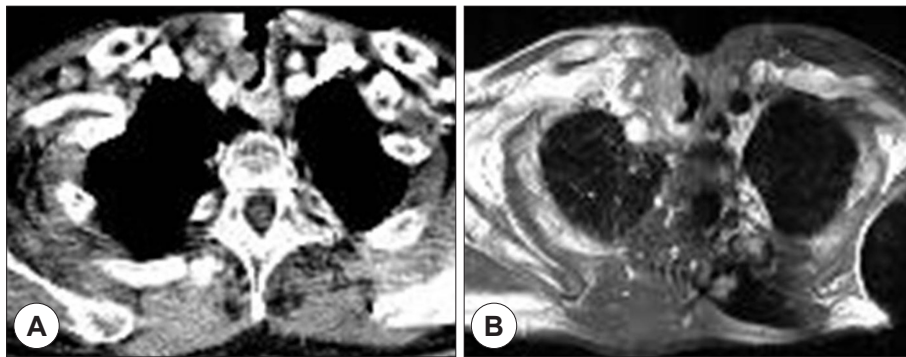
Contrast-enhanced axial CT scan (A) and T2-weighted axial MR image (B). A : The irregular-margined heterogeneously enhanced mass in the right-side tracheal lumen is observed. B : It shows the similar findings to CT scan.
